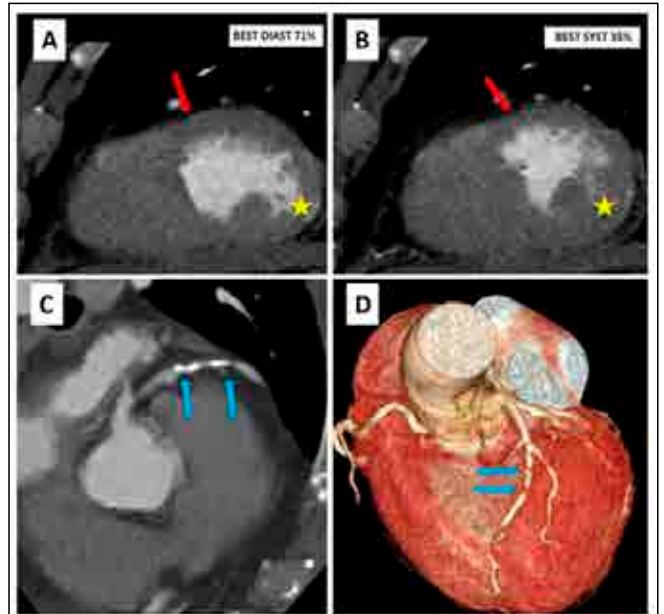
(Normokinezi): Kardiyak BT'de 3 damar hastalığı olan hastada (Mavi oklar, C), kısa aks «en iyi diastolik» ve «en iyi sistolik» görüntülerde, myokardın tüm segmentlerinde simetrik kalınlık izlenmektedir (A,B). Otomatik segmentasyon yardımıyla endokard konturu kırmızı, epikard konturu ise yeşil çizilmiştir (A,B).
